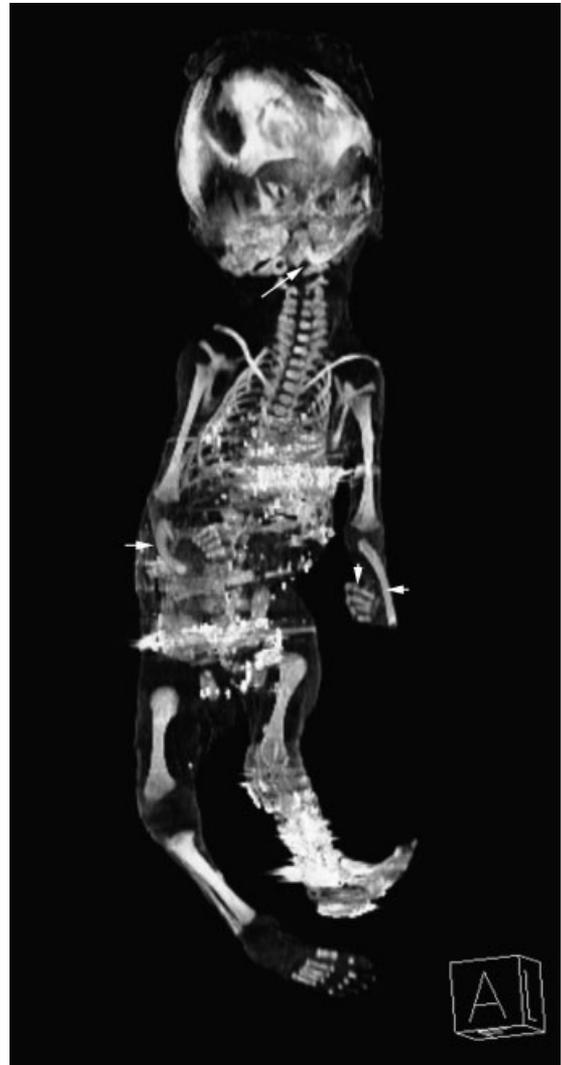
Spiral computed tomography with multi-planar reformation in frontal view. The arrows indicate radial agenesis and hypoplasia of the mandible.
